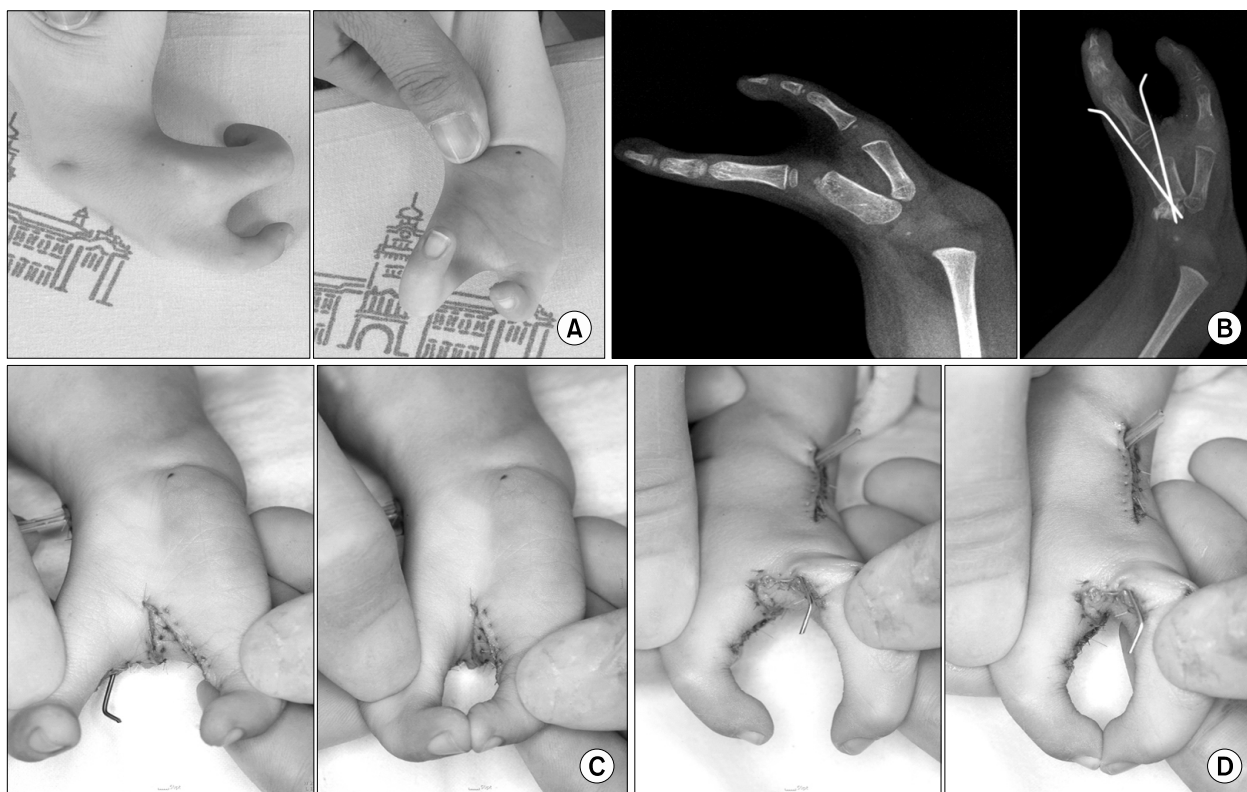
A case with pollicization and web space deepening. (Case 5) Preoperative photos and x-rays show only 2 digit, which cannot be opposed each other. (A) Pollicization was done with metacarpal shortening and pronation. (B) Intraoperative photos showing possible opposition, palmar view (C) and dorsal view (D).
